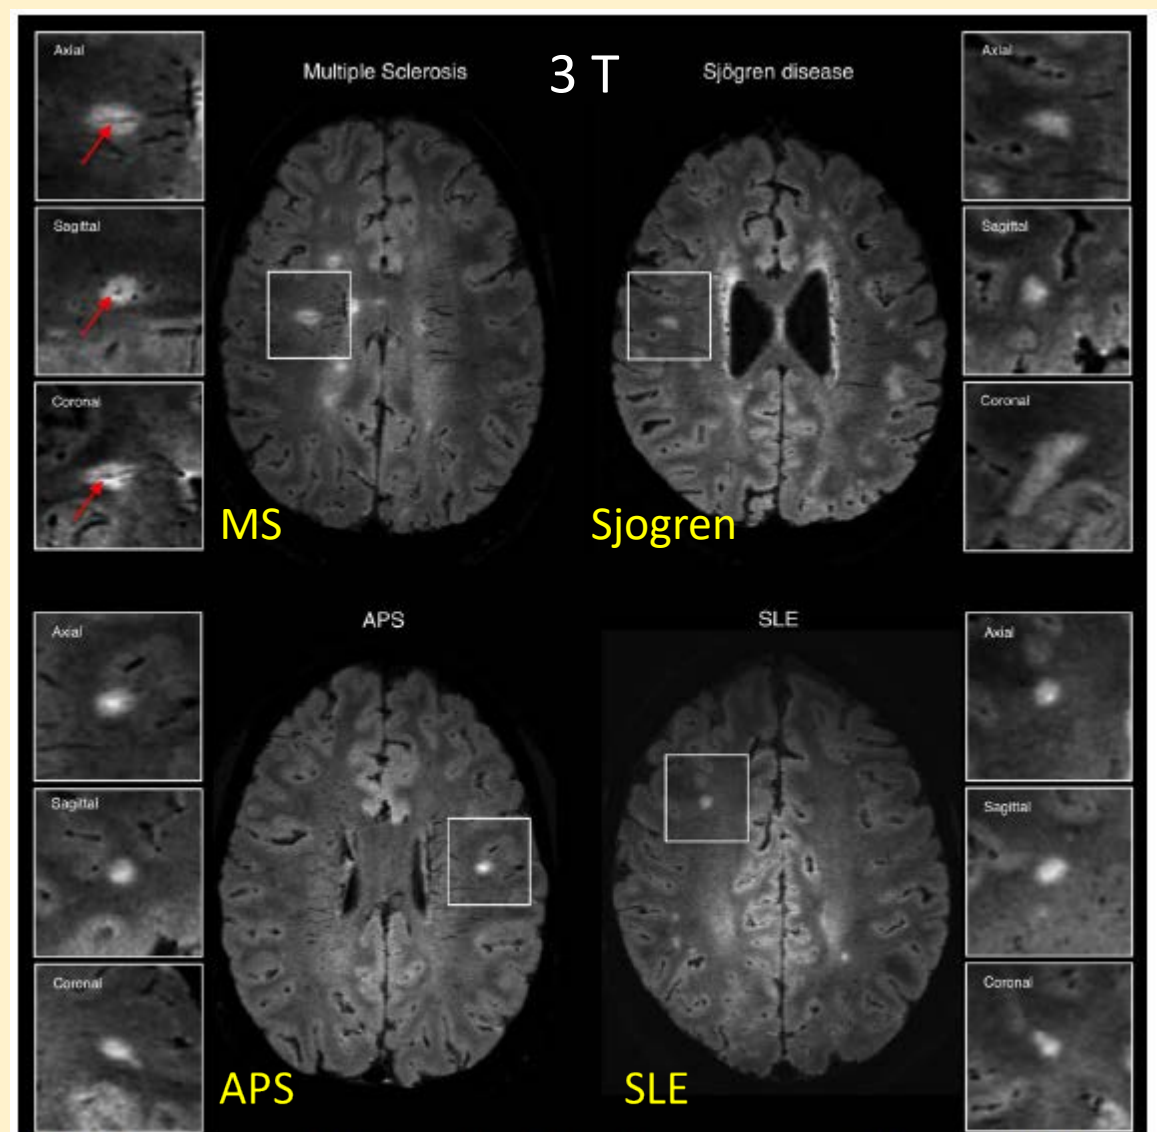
Representative axial 3T FLAIR\* images from individuals with relapsing-remitting multiple sclerosis (MS; 27-year-old woman), Sjögren disease (46-year-old woman), antiphospholipid antibody syndrome (APS; 37-year-old man), and systemic lupus erythematosus (SLE; 38-year-old woman). The central vein sign (arrows) is present in the majority of MS lesions but is not typical of white matter lesions in inflammatory vasculopathies. Boxes show magnified views of lesions in the 3 orthogonal planes for central vein assessment. [Color figure can be viewed at [www.annalsofneurology.org](http://www.annalsofneurology.org)]
